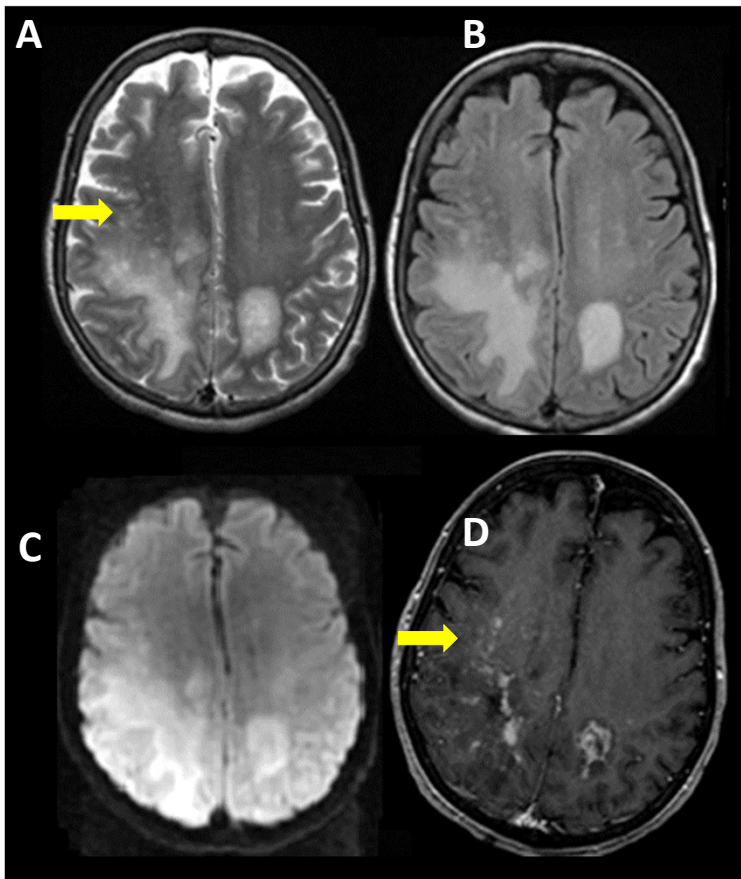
Resonancia Magnética de una mujer con linfoma de estirpe B en remisión tras tratamiento con régimen que incluía Rituximab. Lesiones multifocales hiperintensas en T2 (A) y FLAIR (B), con restricción en secuencia de difusión (sólo se muestra DWI, C); así como hiperintensidades punteadas de distribución perivascolar (flechas). Las lesiones de mayor tamaño asocian realce lineal de gadolinio, así como algunas de las lesiones perivasculares.
